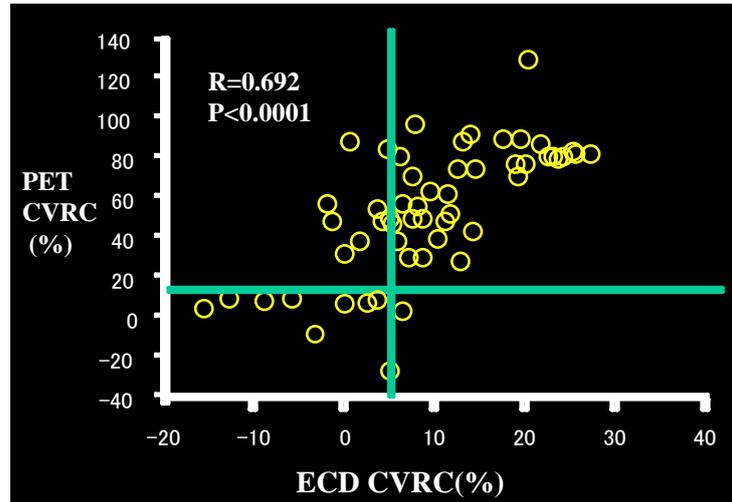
脳血管反応性の分布をグラフ化したもの。n=56。相関係数は 0.6923 で有意な相関を認めた。青線は以前当施設で施行した健常者におけるデータの Mean- 2SD の線で SPECT では 5.3%，PET では 11.2%。これ以下を脳血管反応性低下と定義し，PET を基準とした場合の SPECT における脳血管反応性低下検出能は感度 90.9%，特異度 78.3%であった。
